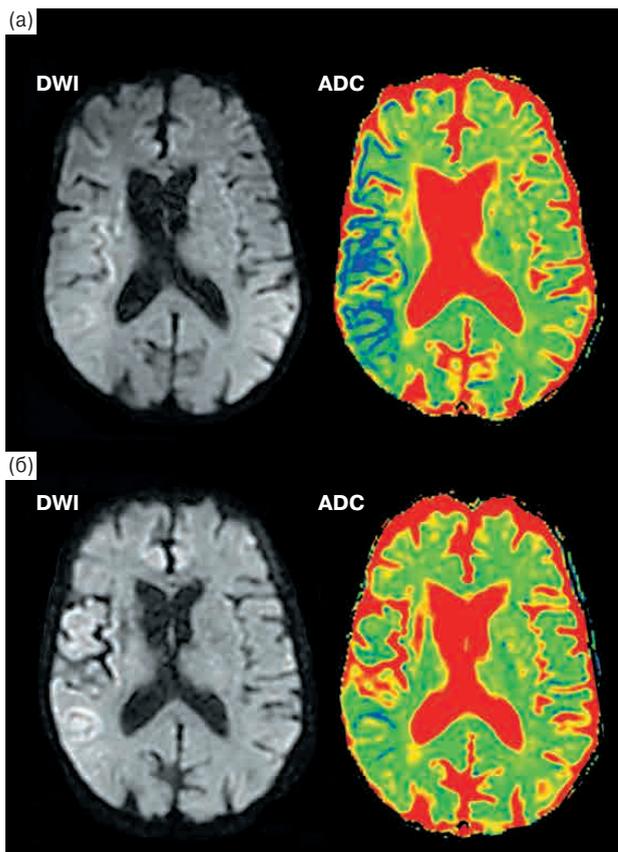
Данные МРТ той же пациентки до лечения (а) и через 24 ч после лечения (б).
